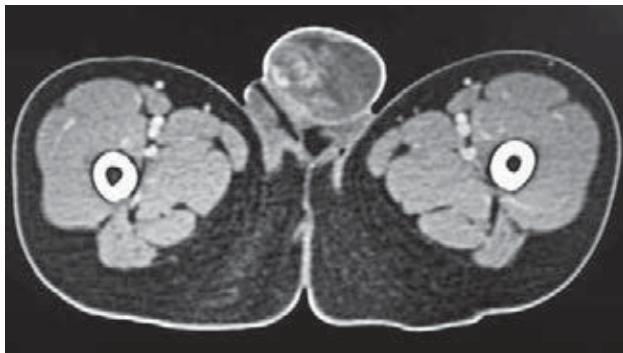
Corte transversal de la tomografía axial computarizada en fase contrastada, donde se observa un tumor dependiente de la cara lateral izquierda del cuerpo del pene, con diámetros aproximados de 2.8 x 2.5 x 3.3 cm y volumen aproximado de 12 cc, que desplaza en sentido contralateral los cuerpos cavernosos.
